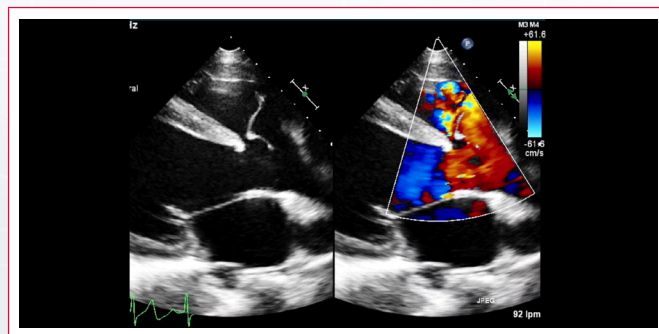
Imágenes ETT 2D de CIVIS con PAo y aneurisma del seno de Valsalva roto (ASVR) hacia el ventrículo derecho (VD). (A): Imagen en ELPE; que muestra el PAo (asterisco) que cierra parcialmente el defecto. (B): Observarse además la continuidad de las sigmoeas aórticas y pulmonares que caracterizan a estos defectos y la flecha señala ASVR. (C): Modo M color en ELPE. obsérvese el flujo dirigiéndose hacia la CIV (color rojo) en sístole dentro de la vía de salida de ventrículo izquierdo (VSVI) y dentro del VD convergen el flujo que genera el cortocircuito de la CIVIS y el flujo del ASVR (mosaico de colores), el que se mantiene en la diástole. (D): Doppler continuo que cuantifica gradiente de la CIVIS. AD: aurícula derecha, AI: aurícula izquierda, VD: ventrículo derecho, VI: ventrículo izquierdo, Ao: aorta, AP: arteria pulmonar
